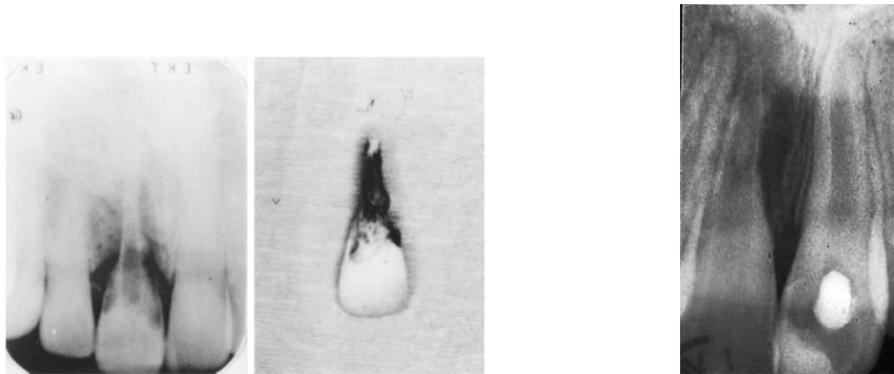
A gauche : cliché radiographique et photo d'une 11 avec une résorption externe inflammatoire très avancée suite à une réimplantation. La 11 a dû être extraite. Tiré de l'article de Gunraj et al. A droite : Cliché radiographique d'une 11 en cours de résorption inflammatoire. On peut visualiser ici la destruction osseuse alvéolaire mésiale. Tiré de l'article de Finucane et al. (14)
